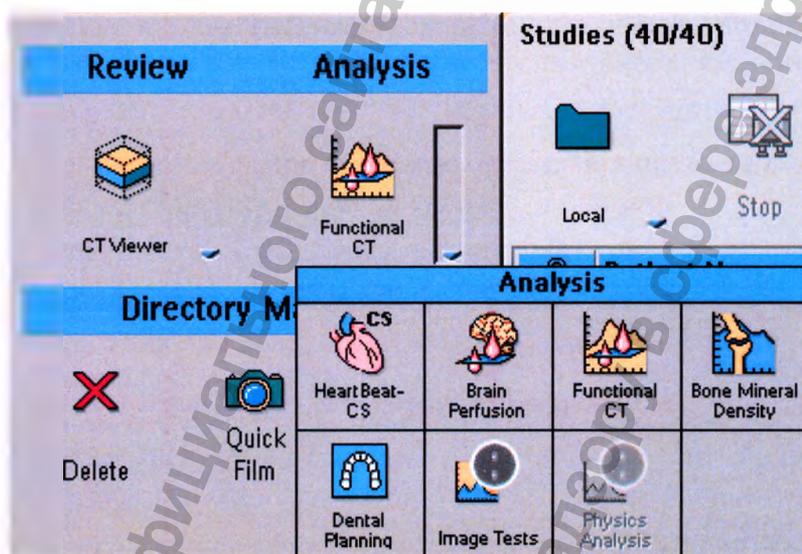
Расположение модуля программного встроенного Functional CT.
